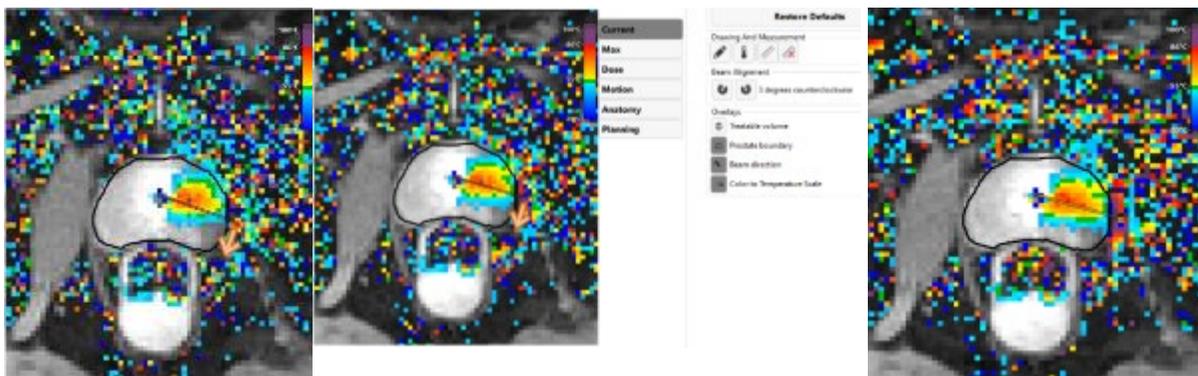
Calentamiento por ultrasonidos desalineado y ángulo del haz UA
